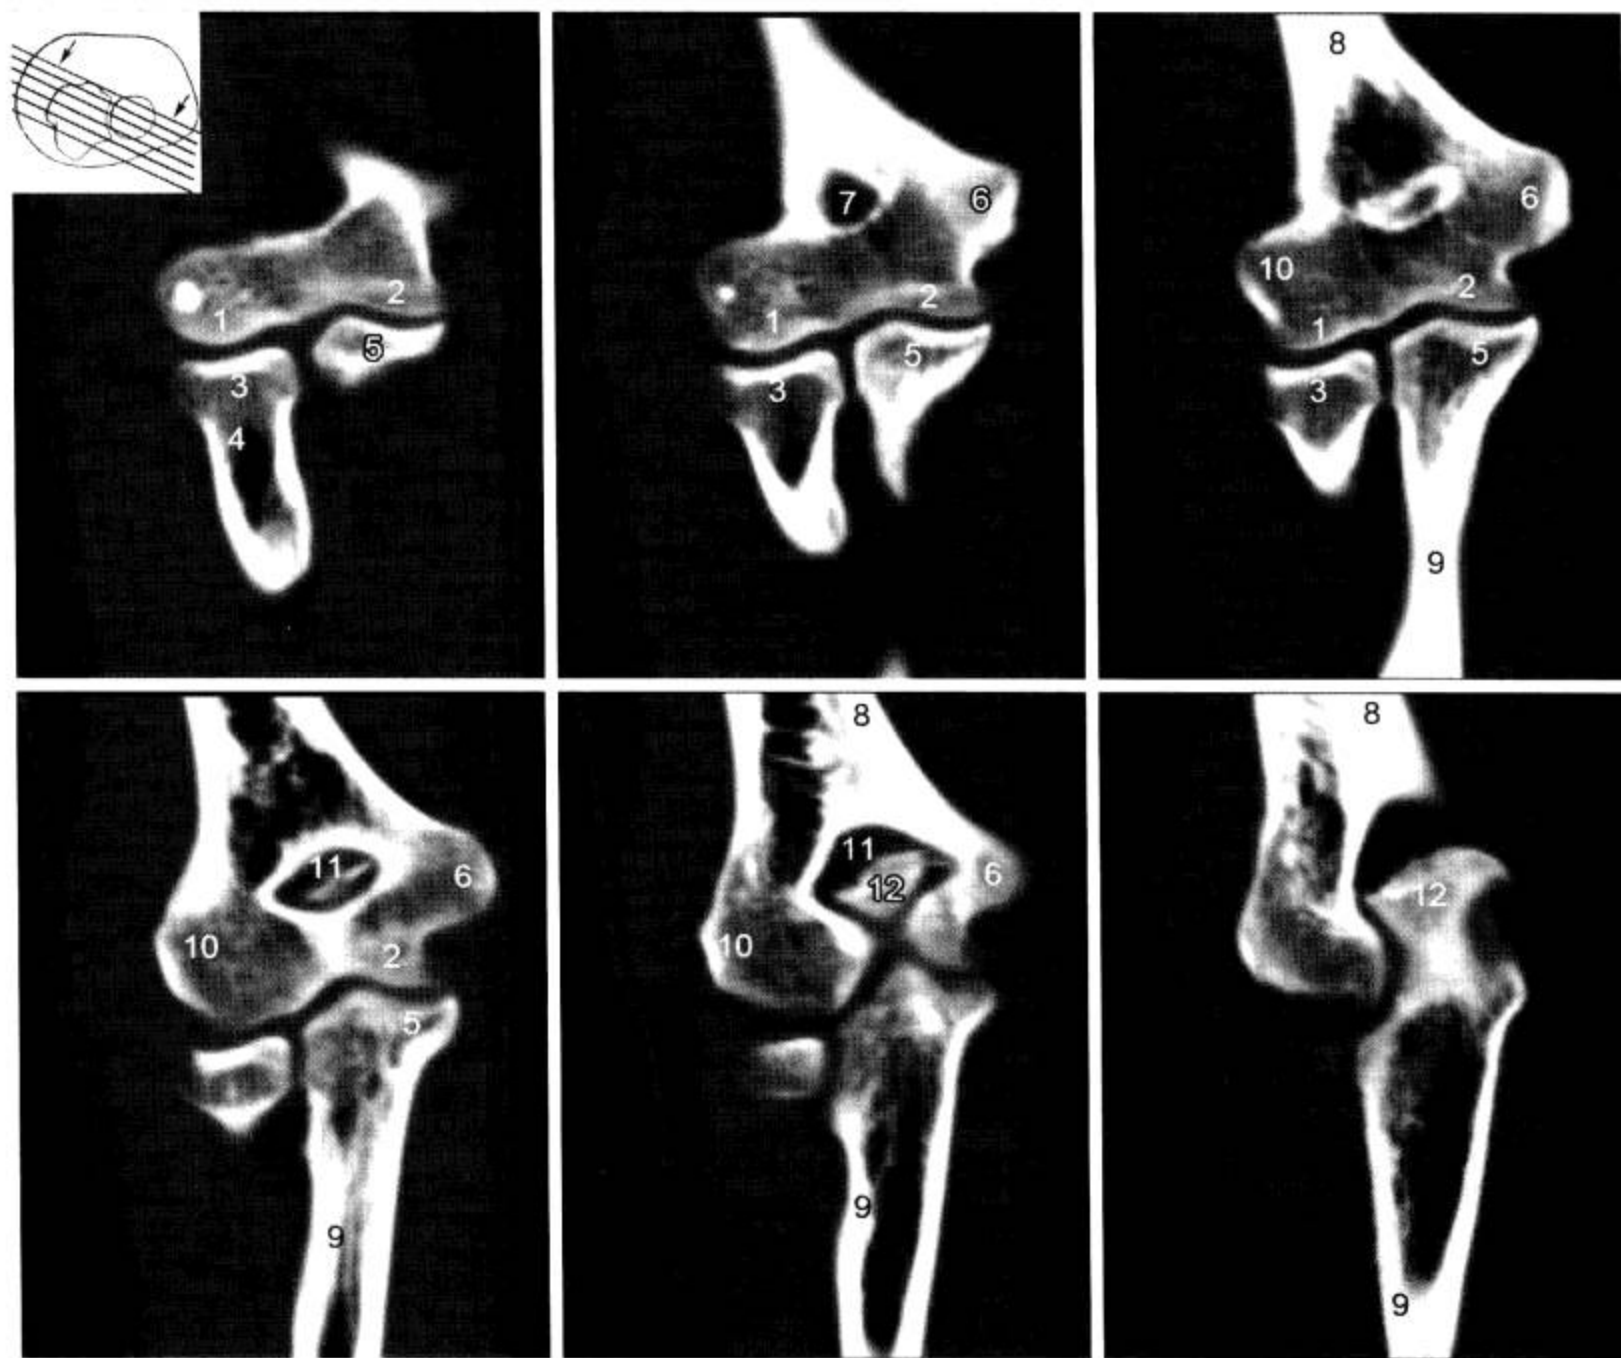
肘关节 CT 冠状面重组 (窗宽 1 500 Hu, 窗位 500 Hu)
